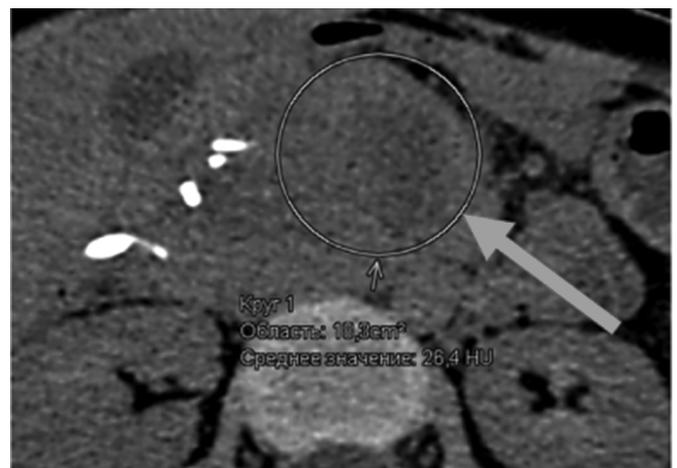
и 1б. КТ органов брюшной полости
